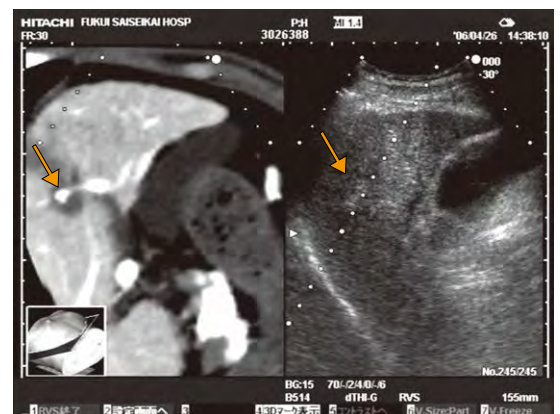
“Real-time Virtual Sonography (RVS)” (日立社) TACE後の再発病変 (↓) に対し、RVSで確認しながらRFAを施行した。
